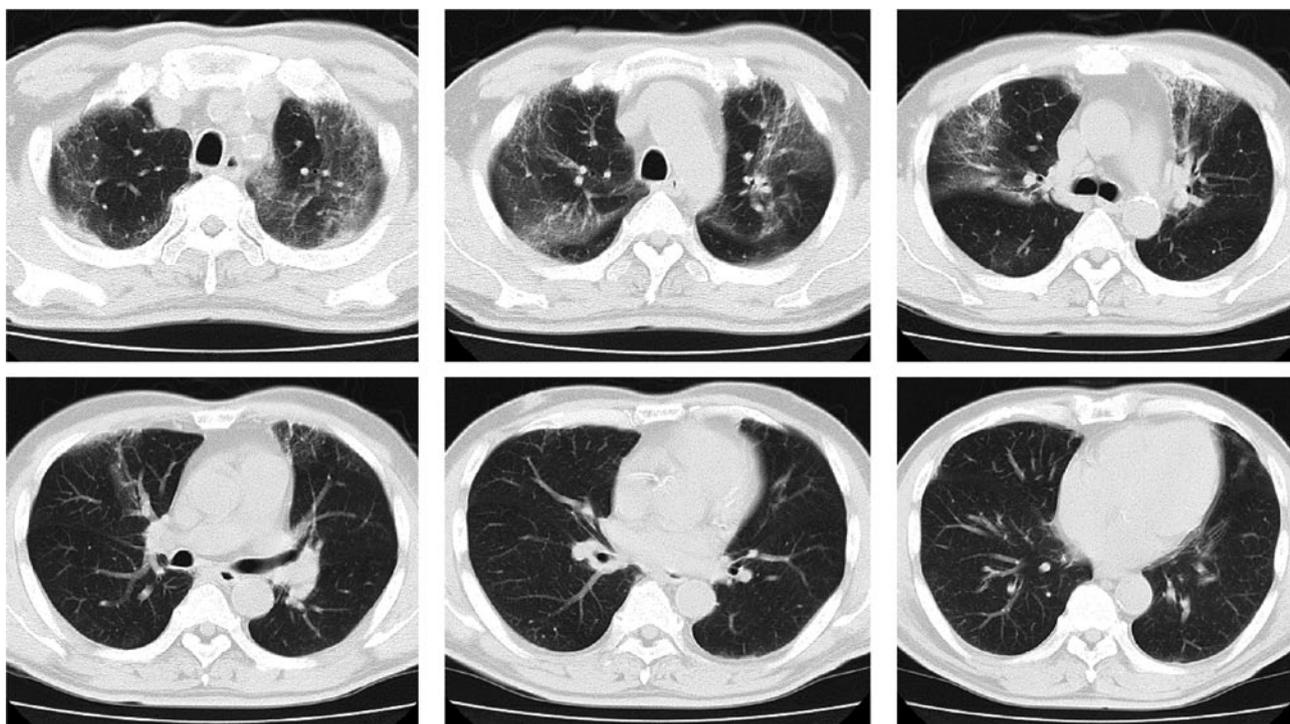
胸部CT画像（入院時）．両側上葉優位にすりガラス様陰影を認めた．
